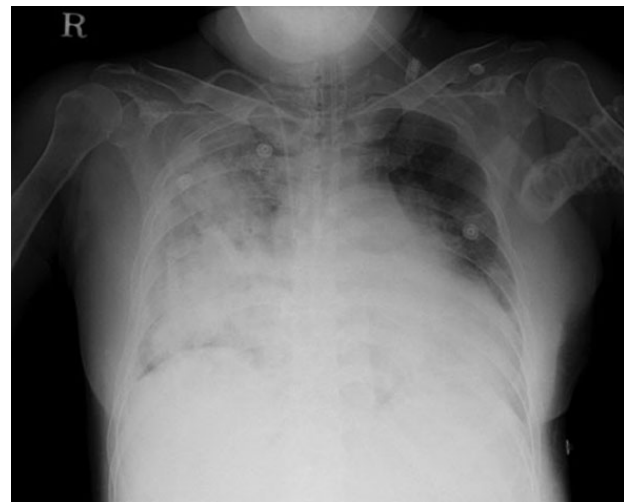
Last follow up Chest X-ray shows extensive consolidation of right lung.
